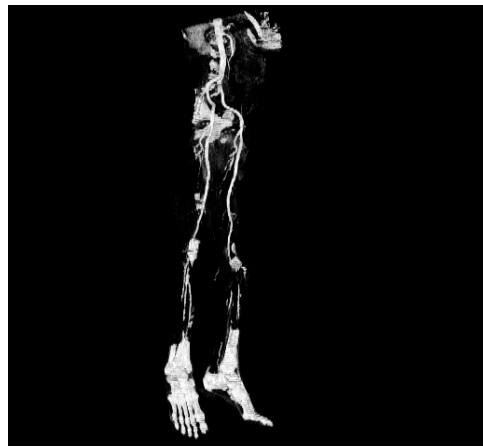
8 MR 血管造影 圖 3 - 9 3 - D CT 血管造影
